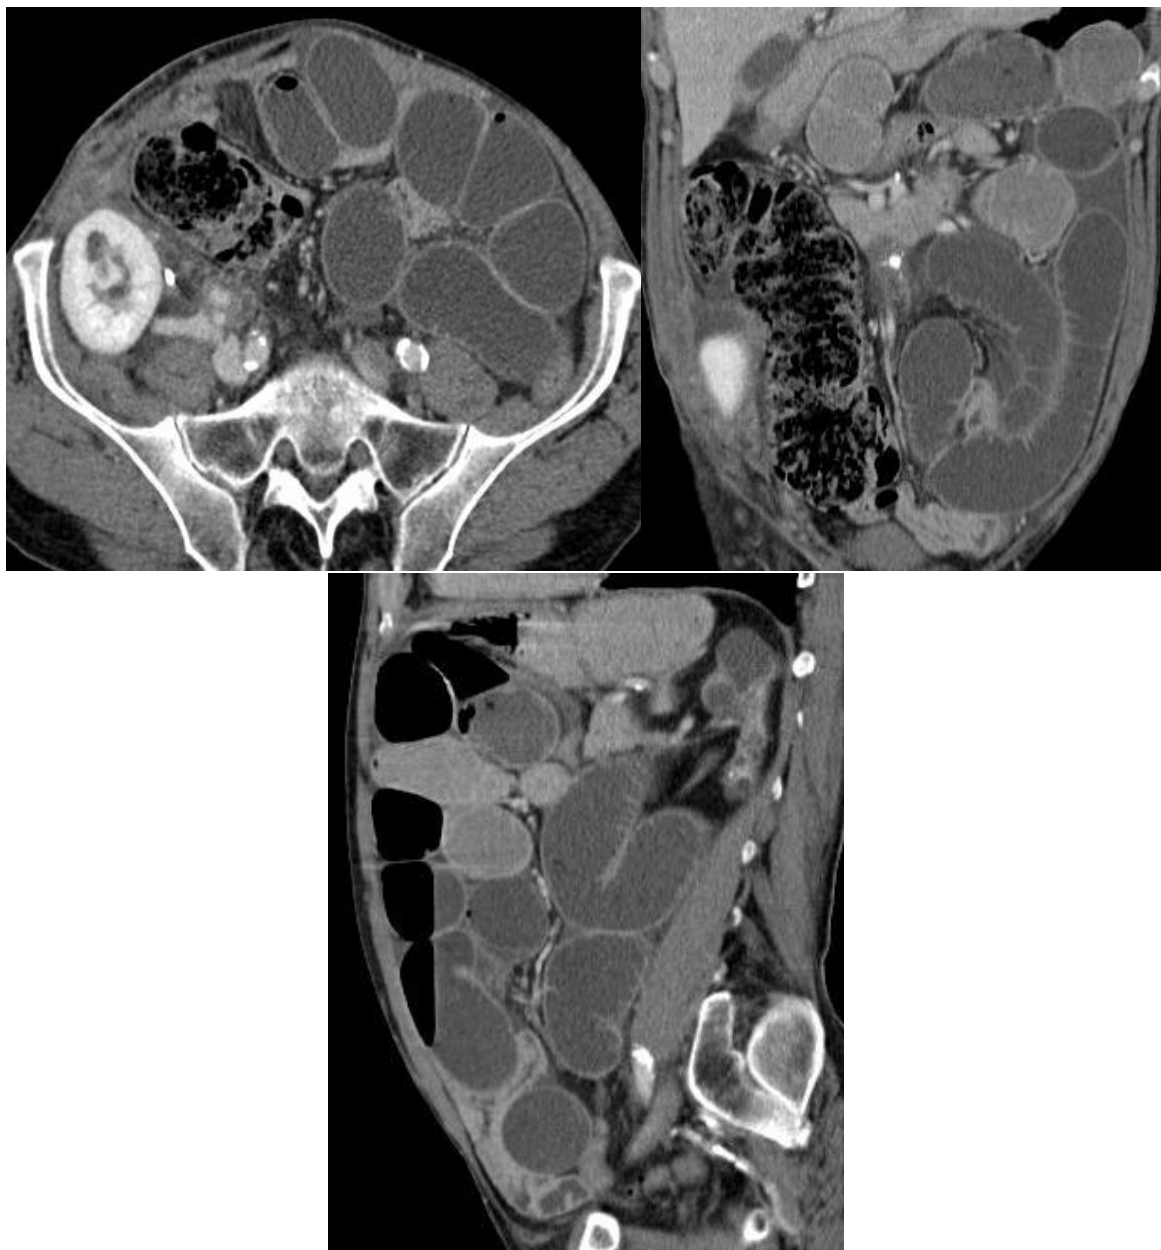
Tomografía computada donde se muestran signos de ileo debido a la presencia de bridas, objetivables por marcada distensión de asas de intestino delgado con presencia de niveles hidroaéreos y líquido libre interasas, en un paciente con antecedentes de transplante renal
